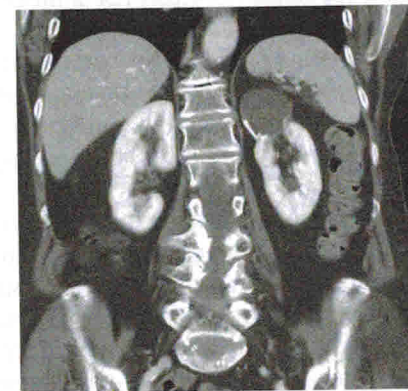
Компьютерная томография. Киста левой почки
